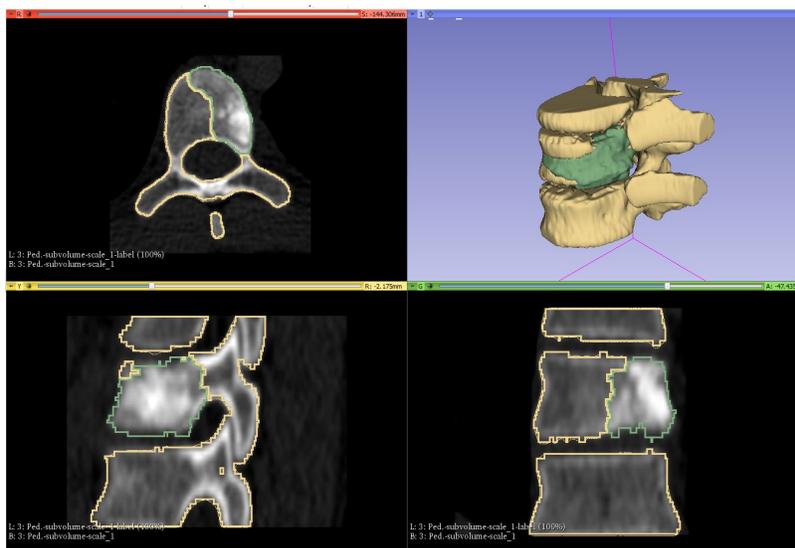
Modelo 3D segmentado de TAC con software 3D Slicer. Se segmentó la neoplasia (verde) de forma independiente a las estructuras sanas (amarillo)
